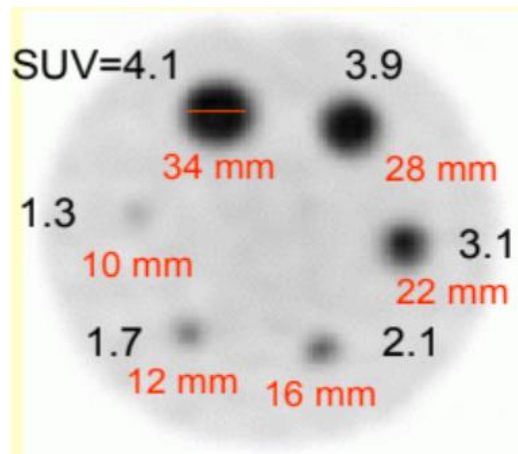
Différence de SUV mesurée dans 6 cibles de taille variable, possédant toutes la même concentration en radio-traceur, les cibles de grande taille sont moins affectées par l'effet de volume partiel et révèlent des SUV plus élevés que les cibles de plus petite taille
